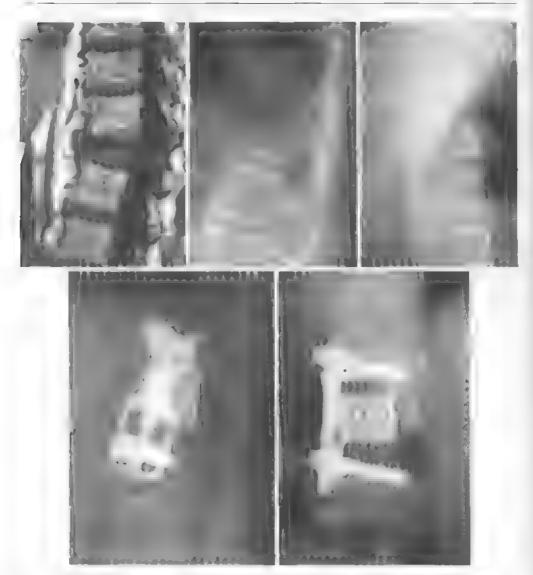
МРТ, боковые и фронтальные спондилограммы у больного с компресси опным остожненным перстомом теза $\Gamma_{\rm M}$. Операция вертеброэктомия теза $\Gamma_{\rm ME}$ ста отничноя сетментов $\Gamma_{\rm ME}$. С с помощью полого межделового имплан ала и передперосковой пластины
